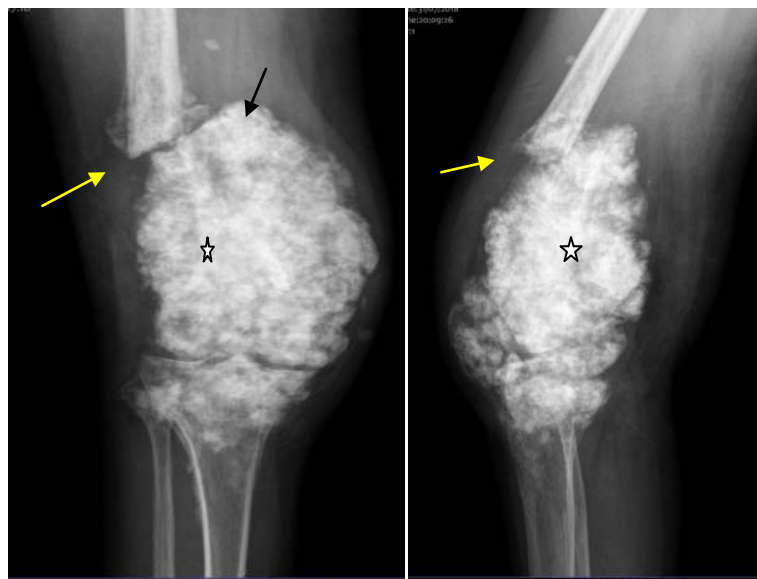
Radiographie de genou de face et de profil: ostéosarcome de haut grade de l'extrémité inférieure du fémur d'une fille de 13 ans révélé par une fracture pathologique (flèche jaune), lésion ostéocondensante (flèche noire), avec matrice de type cartilagineuse floconneuse (étoile).
